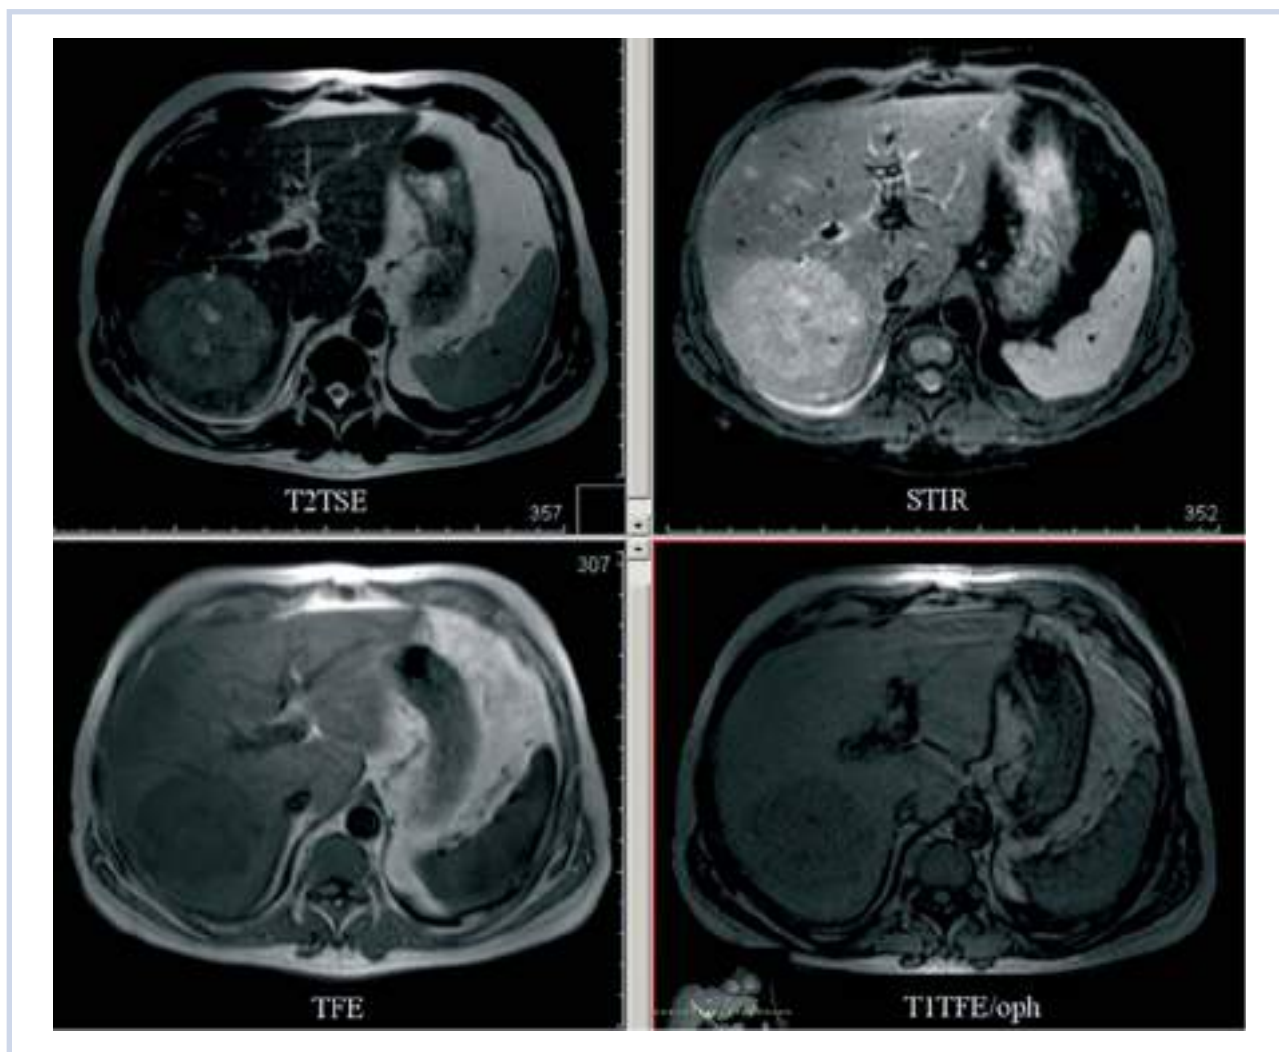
Магнитно-резонансная томограмма органов брюшной полости без контрастного усиления. В правой доле печени — опухолевый узел округлой формы гетерогенной структуры с неровными контурами. Наиболее отчетливо визуализируется в импульсной последовательности STIR.
